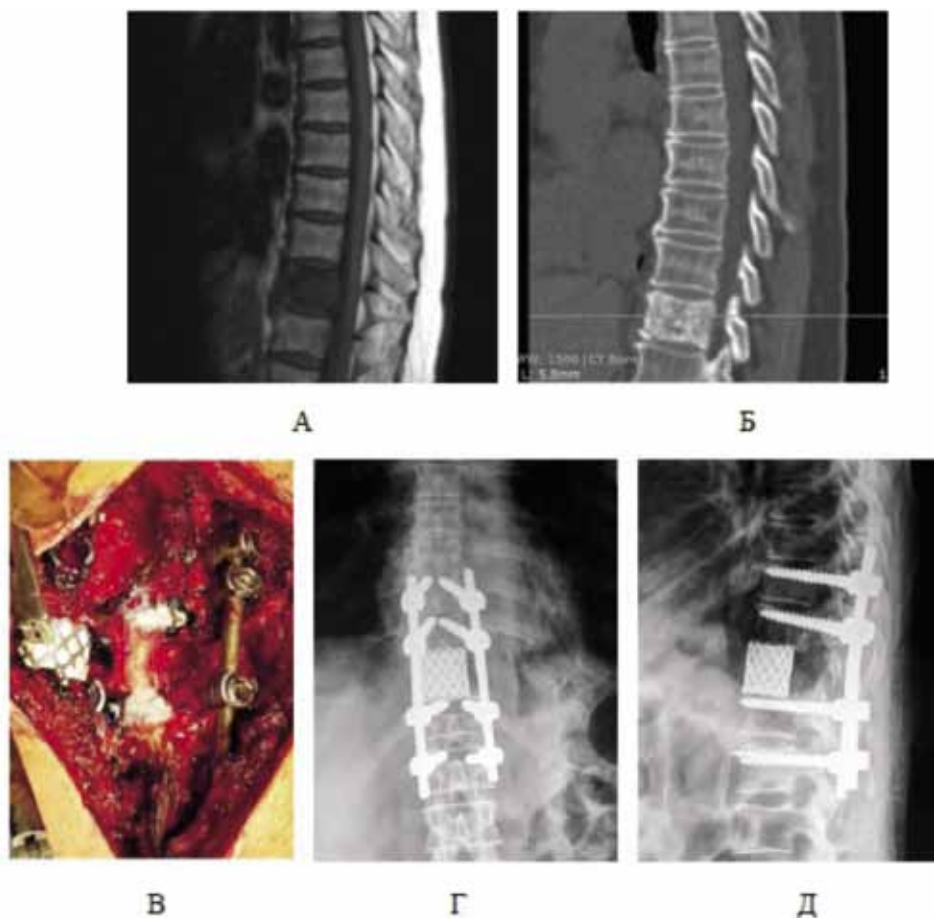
Пациентка Ж., 64 лет. с МТС Th11 ТП на фоне почечно-клеточного рака. Тотальное поражение ТП по МРТ, склеротические изменения Th11 на фоне приема бисфосфонатов. Выполнена транспедикулярная фиксация Th9, Th10-Th12, L1, «N-блок резекции» по Tomita Th11 и установка межтелового импланта после удаления МТС
